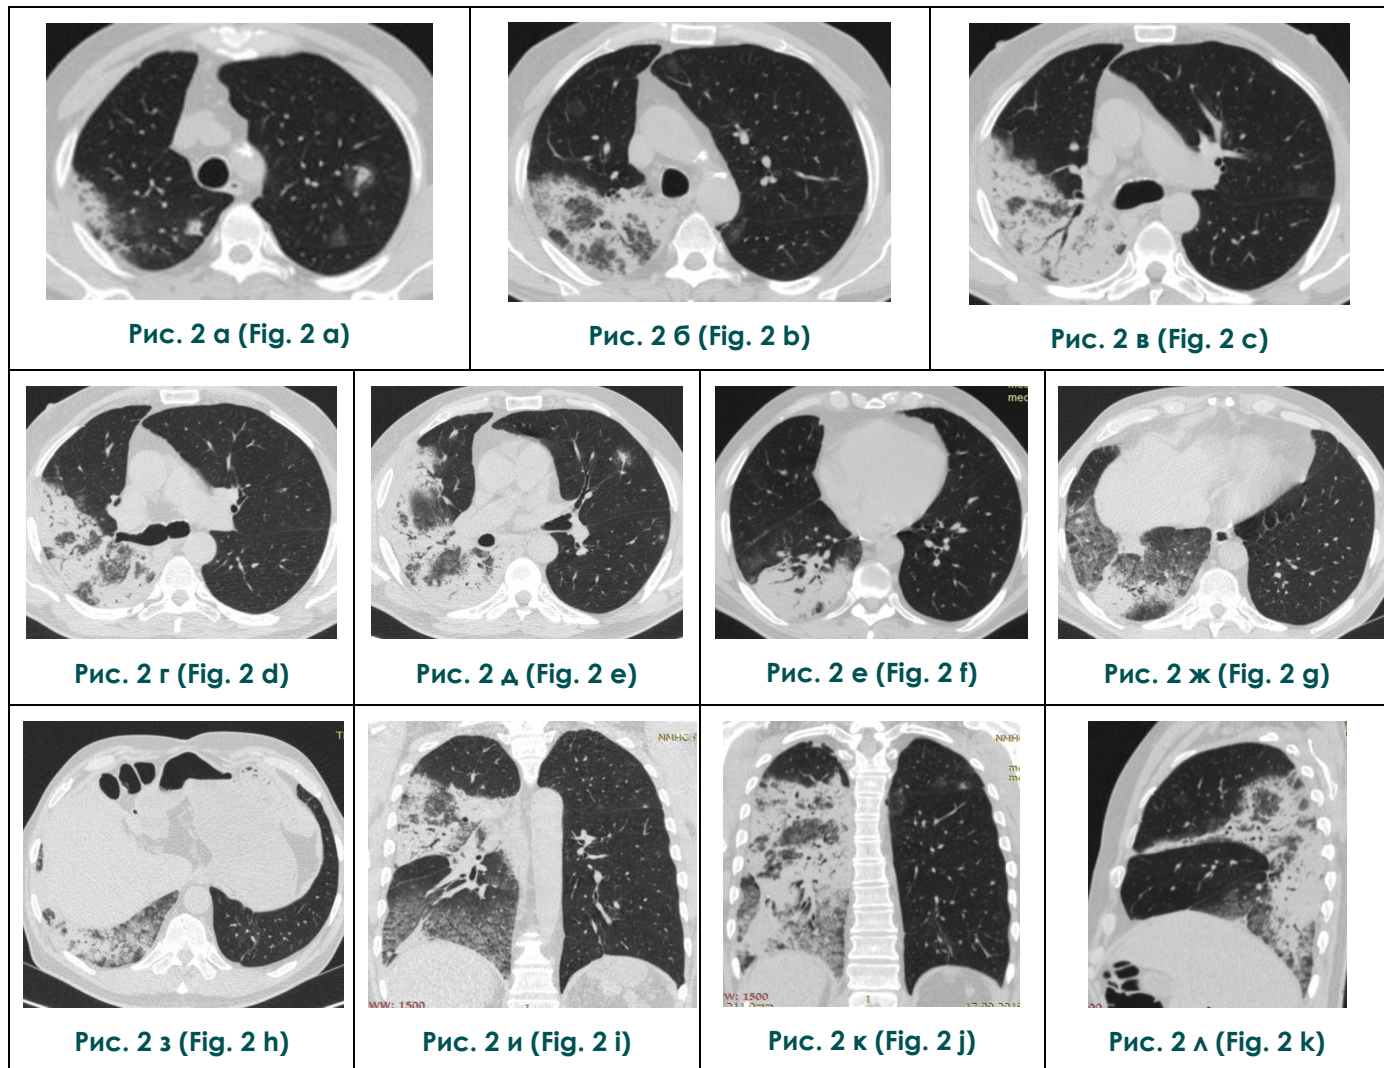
КТ органов грудной клетки, а - з –аксиальная проекция, и - к – коронарная проекция, л – сагиттальная проекция.
